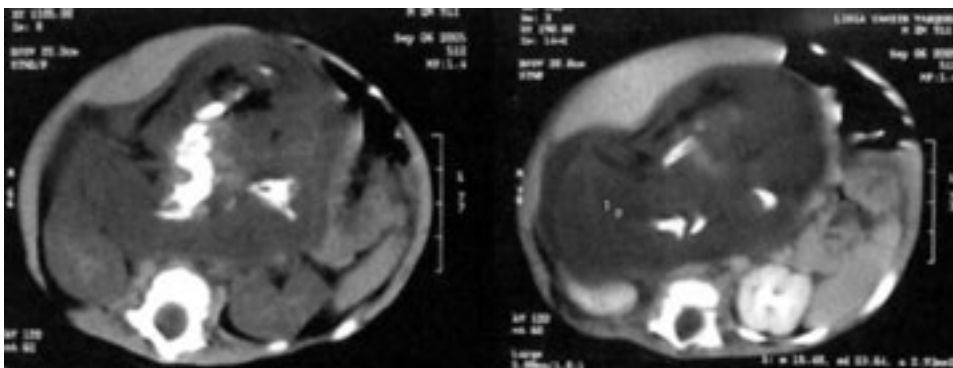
TAC simple y contrastada de abdomen. En retroperitoneo se observa una masa sólida bien definida, con calcificación central. En la imagen de la derecha, se encuentra una masa sólida, y en su interior calcificaciones que corresponden a huesos largos.
